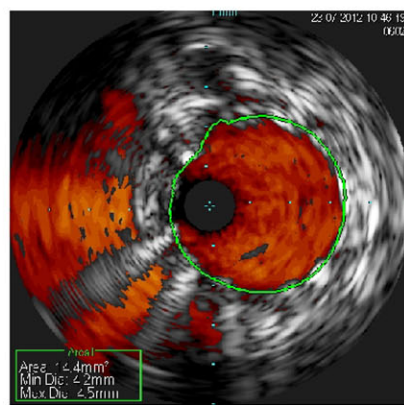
Контрольное ВСУЗИ правой почечной артерии (после имплантации стента). Остаточного стеноза нет. Диссекций нет. Контрастное вещество: ультравист (йопромид) 370. Количество 100 мл. Время облучения – 9,1 мин
